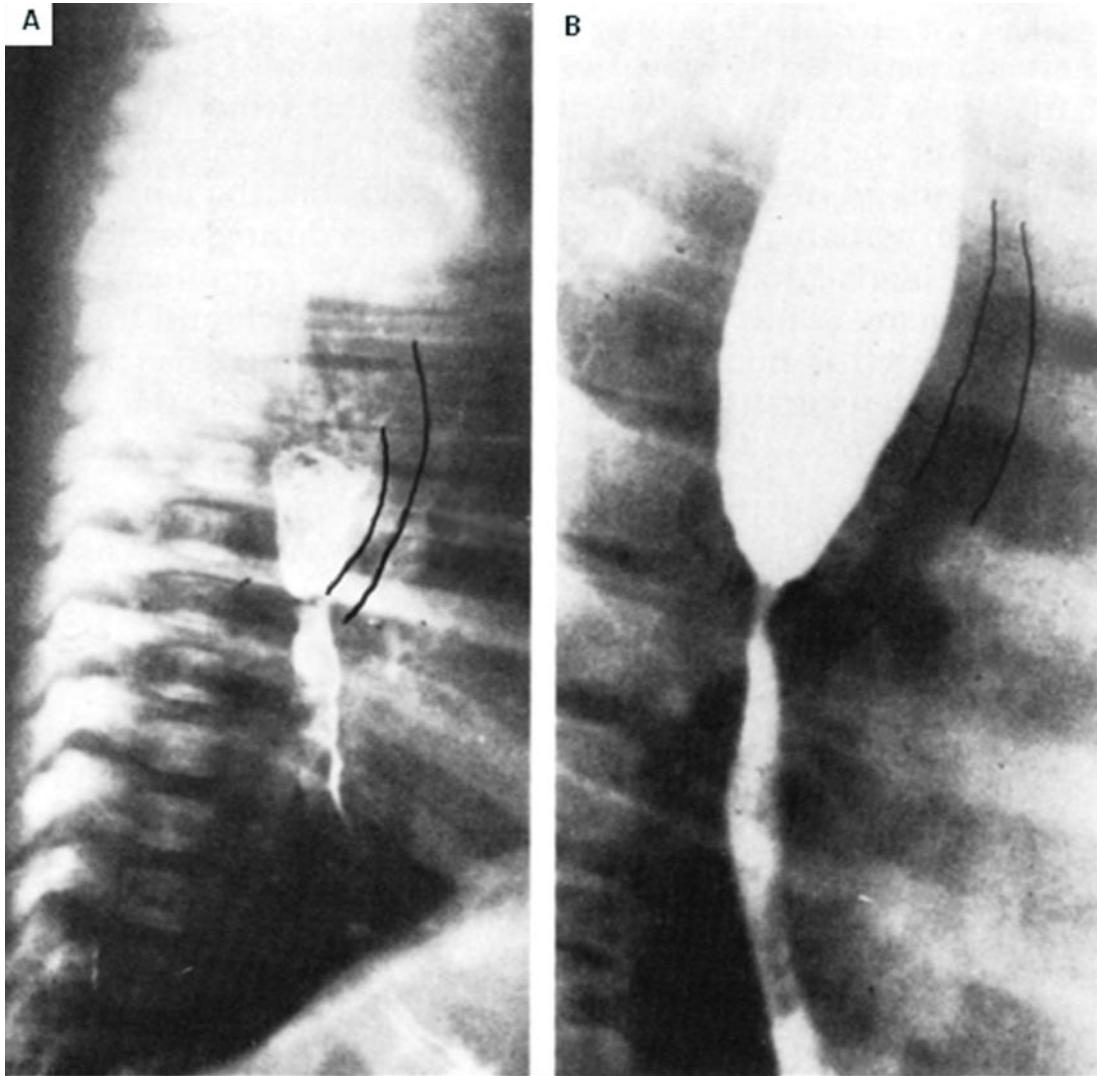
75. Radiografías laterales de tórax de dos niños con obstrucción y dilatación del esófago. El trago de bario delimita el esófago distendido en su porción media desplazando la tráquea en sentido anterior (líneas oscuras).
